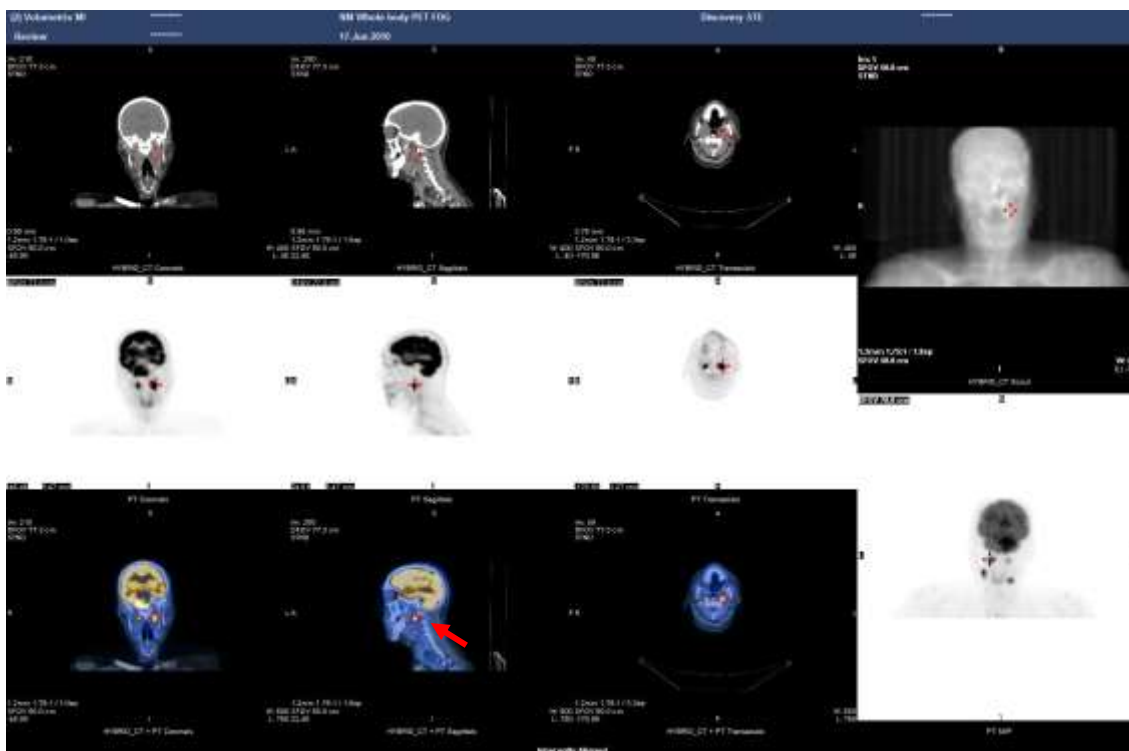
Estudo PET-CT com evidência de tumor primário na glândula sublingual esquerda e com evidência de gânglios linfáticos metastazados na zona de cabeça e pescoço. O tumor primário encontra-se indicado com uma seta vermelha. A escola de cores não se encontra disponível no programa, a escala utilizada é azul para zonas não captantes e amarelo para as zonas hipercaptantes.
